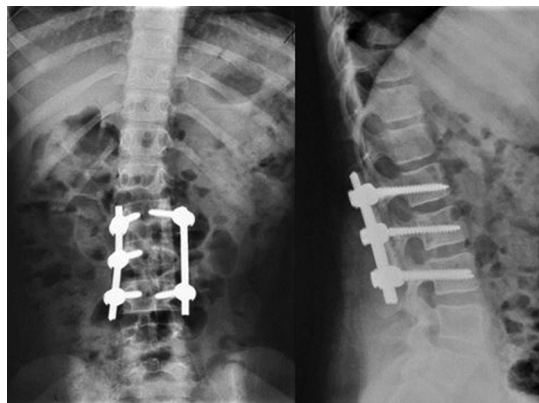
Рентгенограммы позвоночника в 2-х проекциях на 2-е сутки после операции
